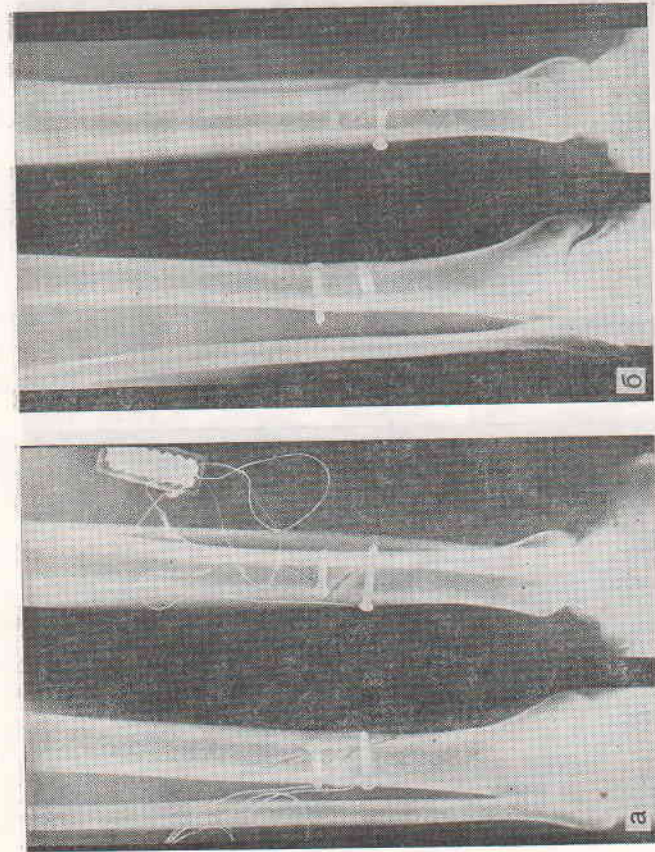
Рентгенограммы больного Н. после имплантации электродов (а) и через 2 мес (б) после ЭСО.
